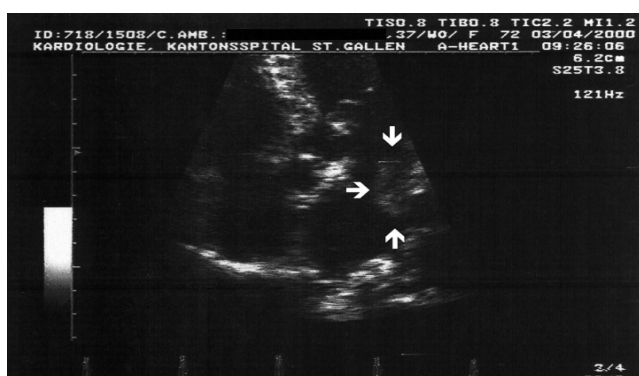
Ecocardiograma.Fibroelastoma Papilar.
